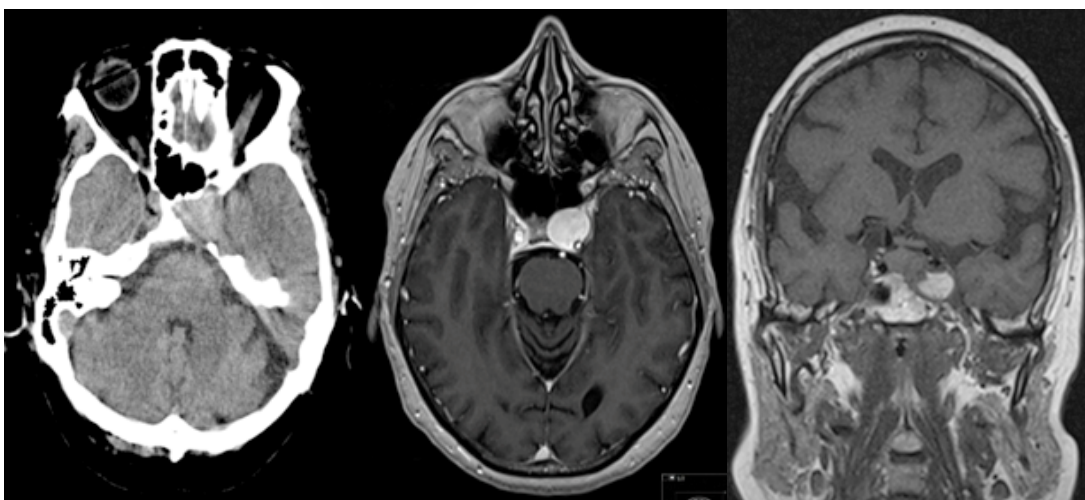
Pruebas de imagen de diagnóstico (TC y RM post-contraste)
